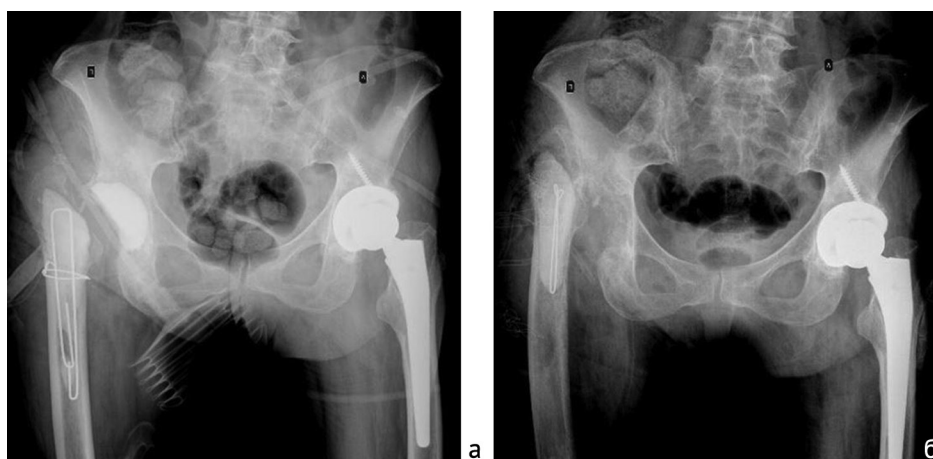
Рентгенография таза после проведения санации с установкой антимикробного спейсера: а – рентгенограмма после установки первого спейсера правого ТБС; б – рентгенограмма после установки второго спейсера правого ТБС
